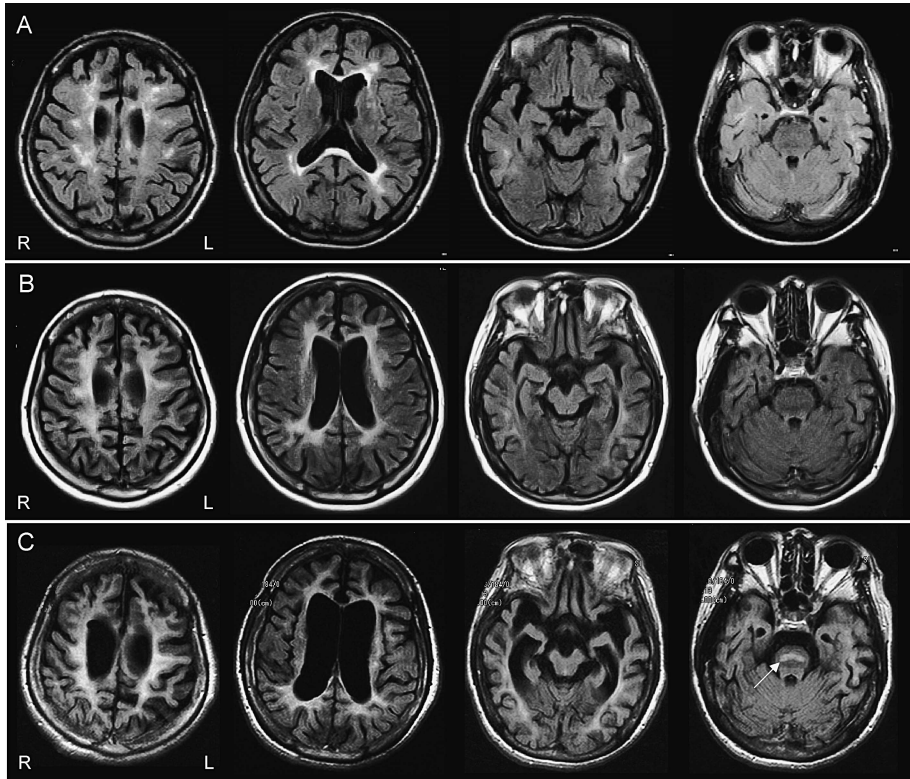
Serial MR images in a HDLS patient carrying a heterozygous p.R782H mutation in *CSF1R*<sup>7)</sup>
